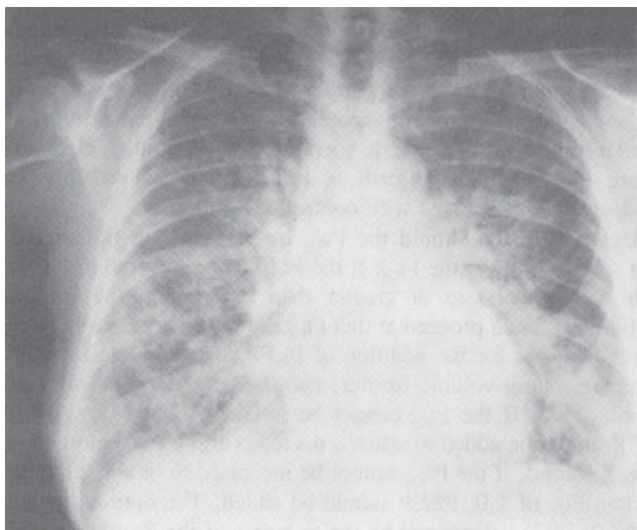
Radiografie toracică standard postero-anterioară la un pacient cu detresă respiratorie acută secundară unei pneumonite virale severe. Un astfel de aspect radiologic difuz este tipic pentru toate situațiile din tabelul 265-1 în stadiu suficient de avansat pentru a da insuficiență respiratorie acută hipoxemică. Un aspect radiografic similar apare în edemul pulmonar prin insuficiență cardiacă stângă (capitolul 32). De obicei, la un pacient acut, radiografia se face cu o unitate portabilă și filmul este expus dinspre anterior. Atât expunerea antero-posterioară, cât și imposibilitatea realizării unei inspirații maxime duc la falsa creștere a umbrei cardiace, care maschează expresia radiologică a insuficienței ventriculare stângi.
